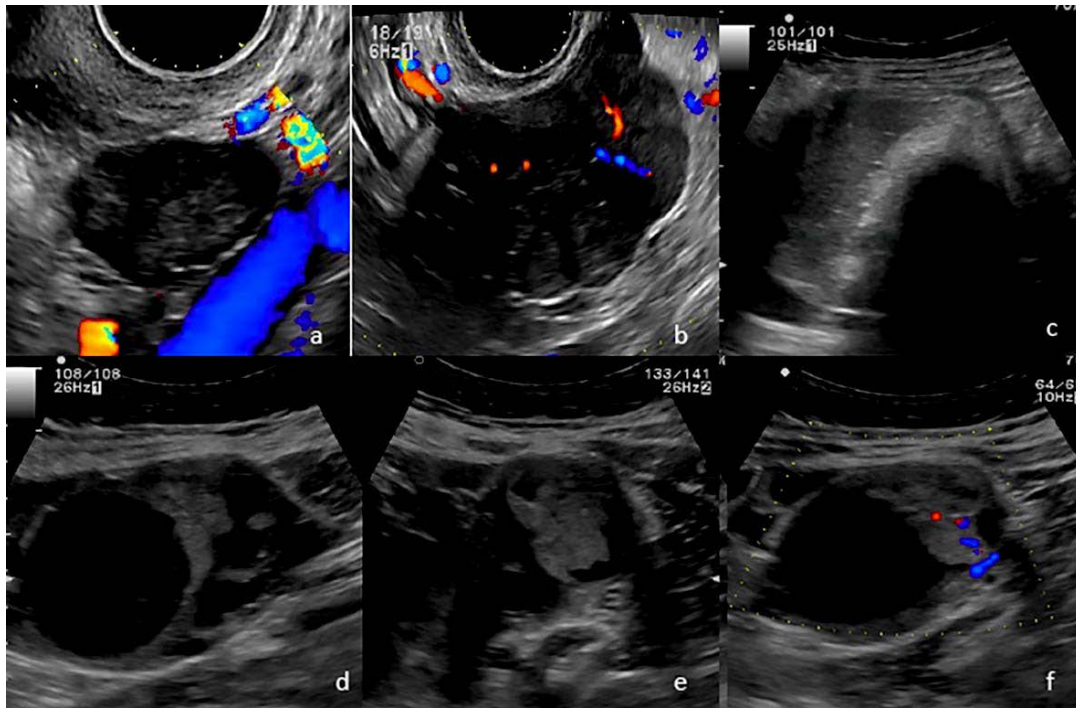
Ultrasonido ovárico, a) imagen de ovario normal en paciente postmenopáusica, b) infiltración por cáncer de mama; c) lesión anexial derecha de 15 cm, heterogénea con áreas ecogénicas que corresponden con grasa y calcificaciones gruesas que producen sombra acústica, se utilizó transductor convexo, histopatológico teratoma; d-f) lesión anexial izquierda, biloculada, con componente sólido, flujo moderado (score 4) O RADS 5, histopatológico carcinoma endometriode.
